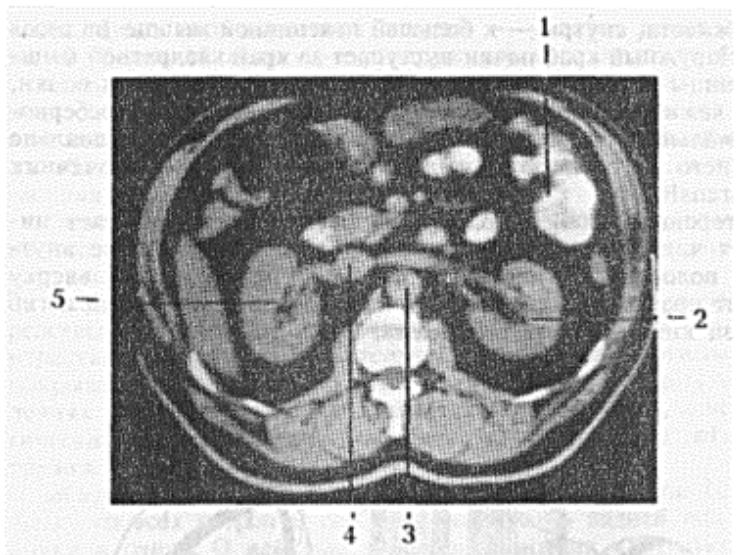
Компьютерная томограмма брюшной полости (уровень ворот почек):
